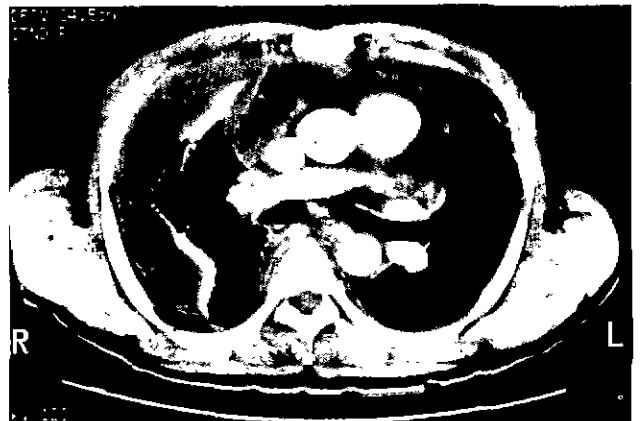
Pre-operative chest CT film showing diffuse inflammatory infiltration or fluid collection in anterosuperior mediastinum and both chest reveal loculated pleural effusion and subpleural collapse, predominantly right side pericardial effusion is seen
